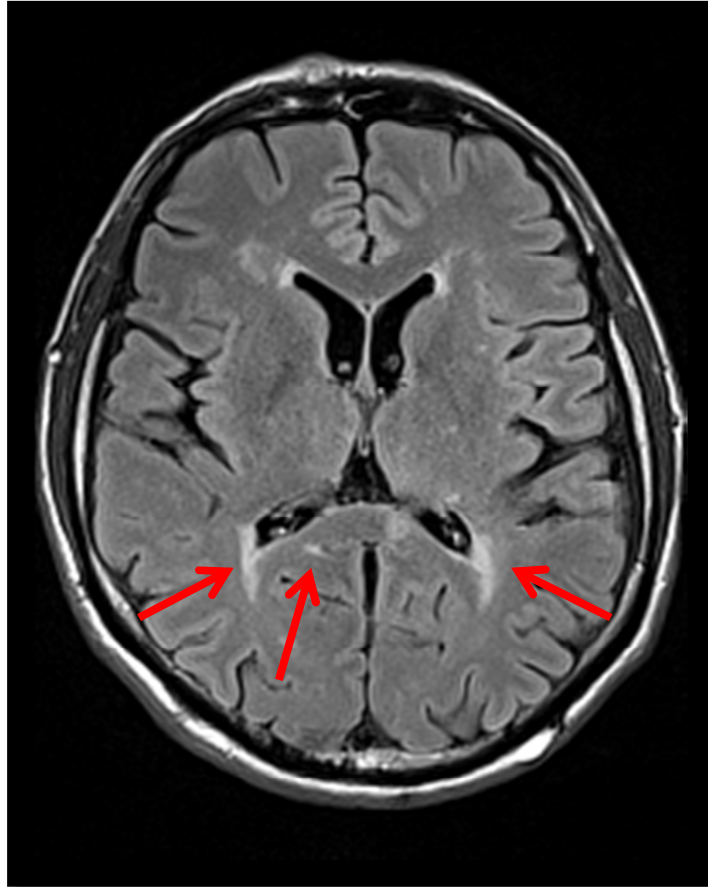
FLAIR-Sequenz einer ausgewählten Patientin beziehungsweise eines ausgewählten Patienten. Die roten Pfeile markieren die Läsionen.
